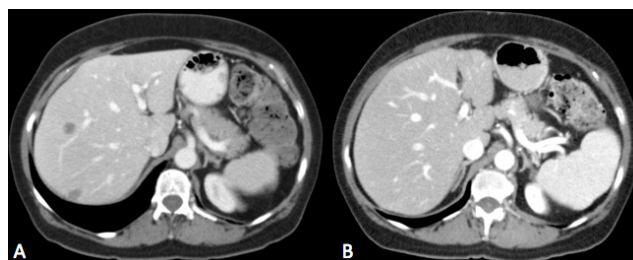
A: TAC prequimioterapia con 2 imágenes compatibles con MH. B: TAC postquimioterapia con RCC de las MH.
